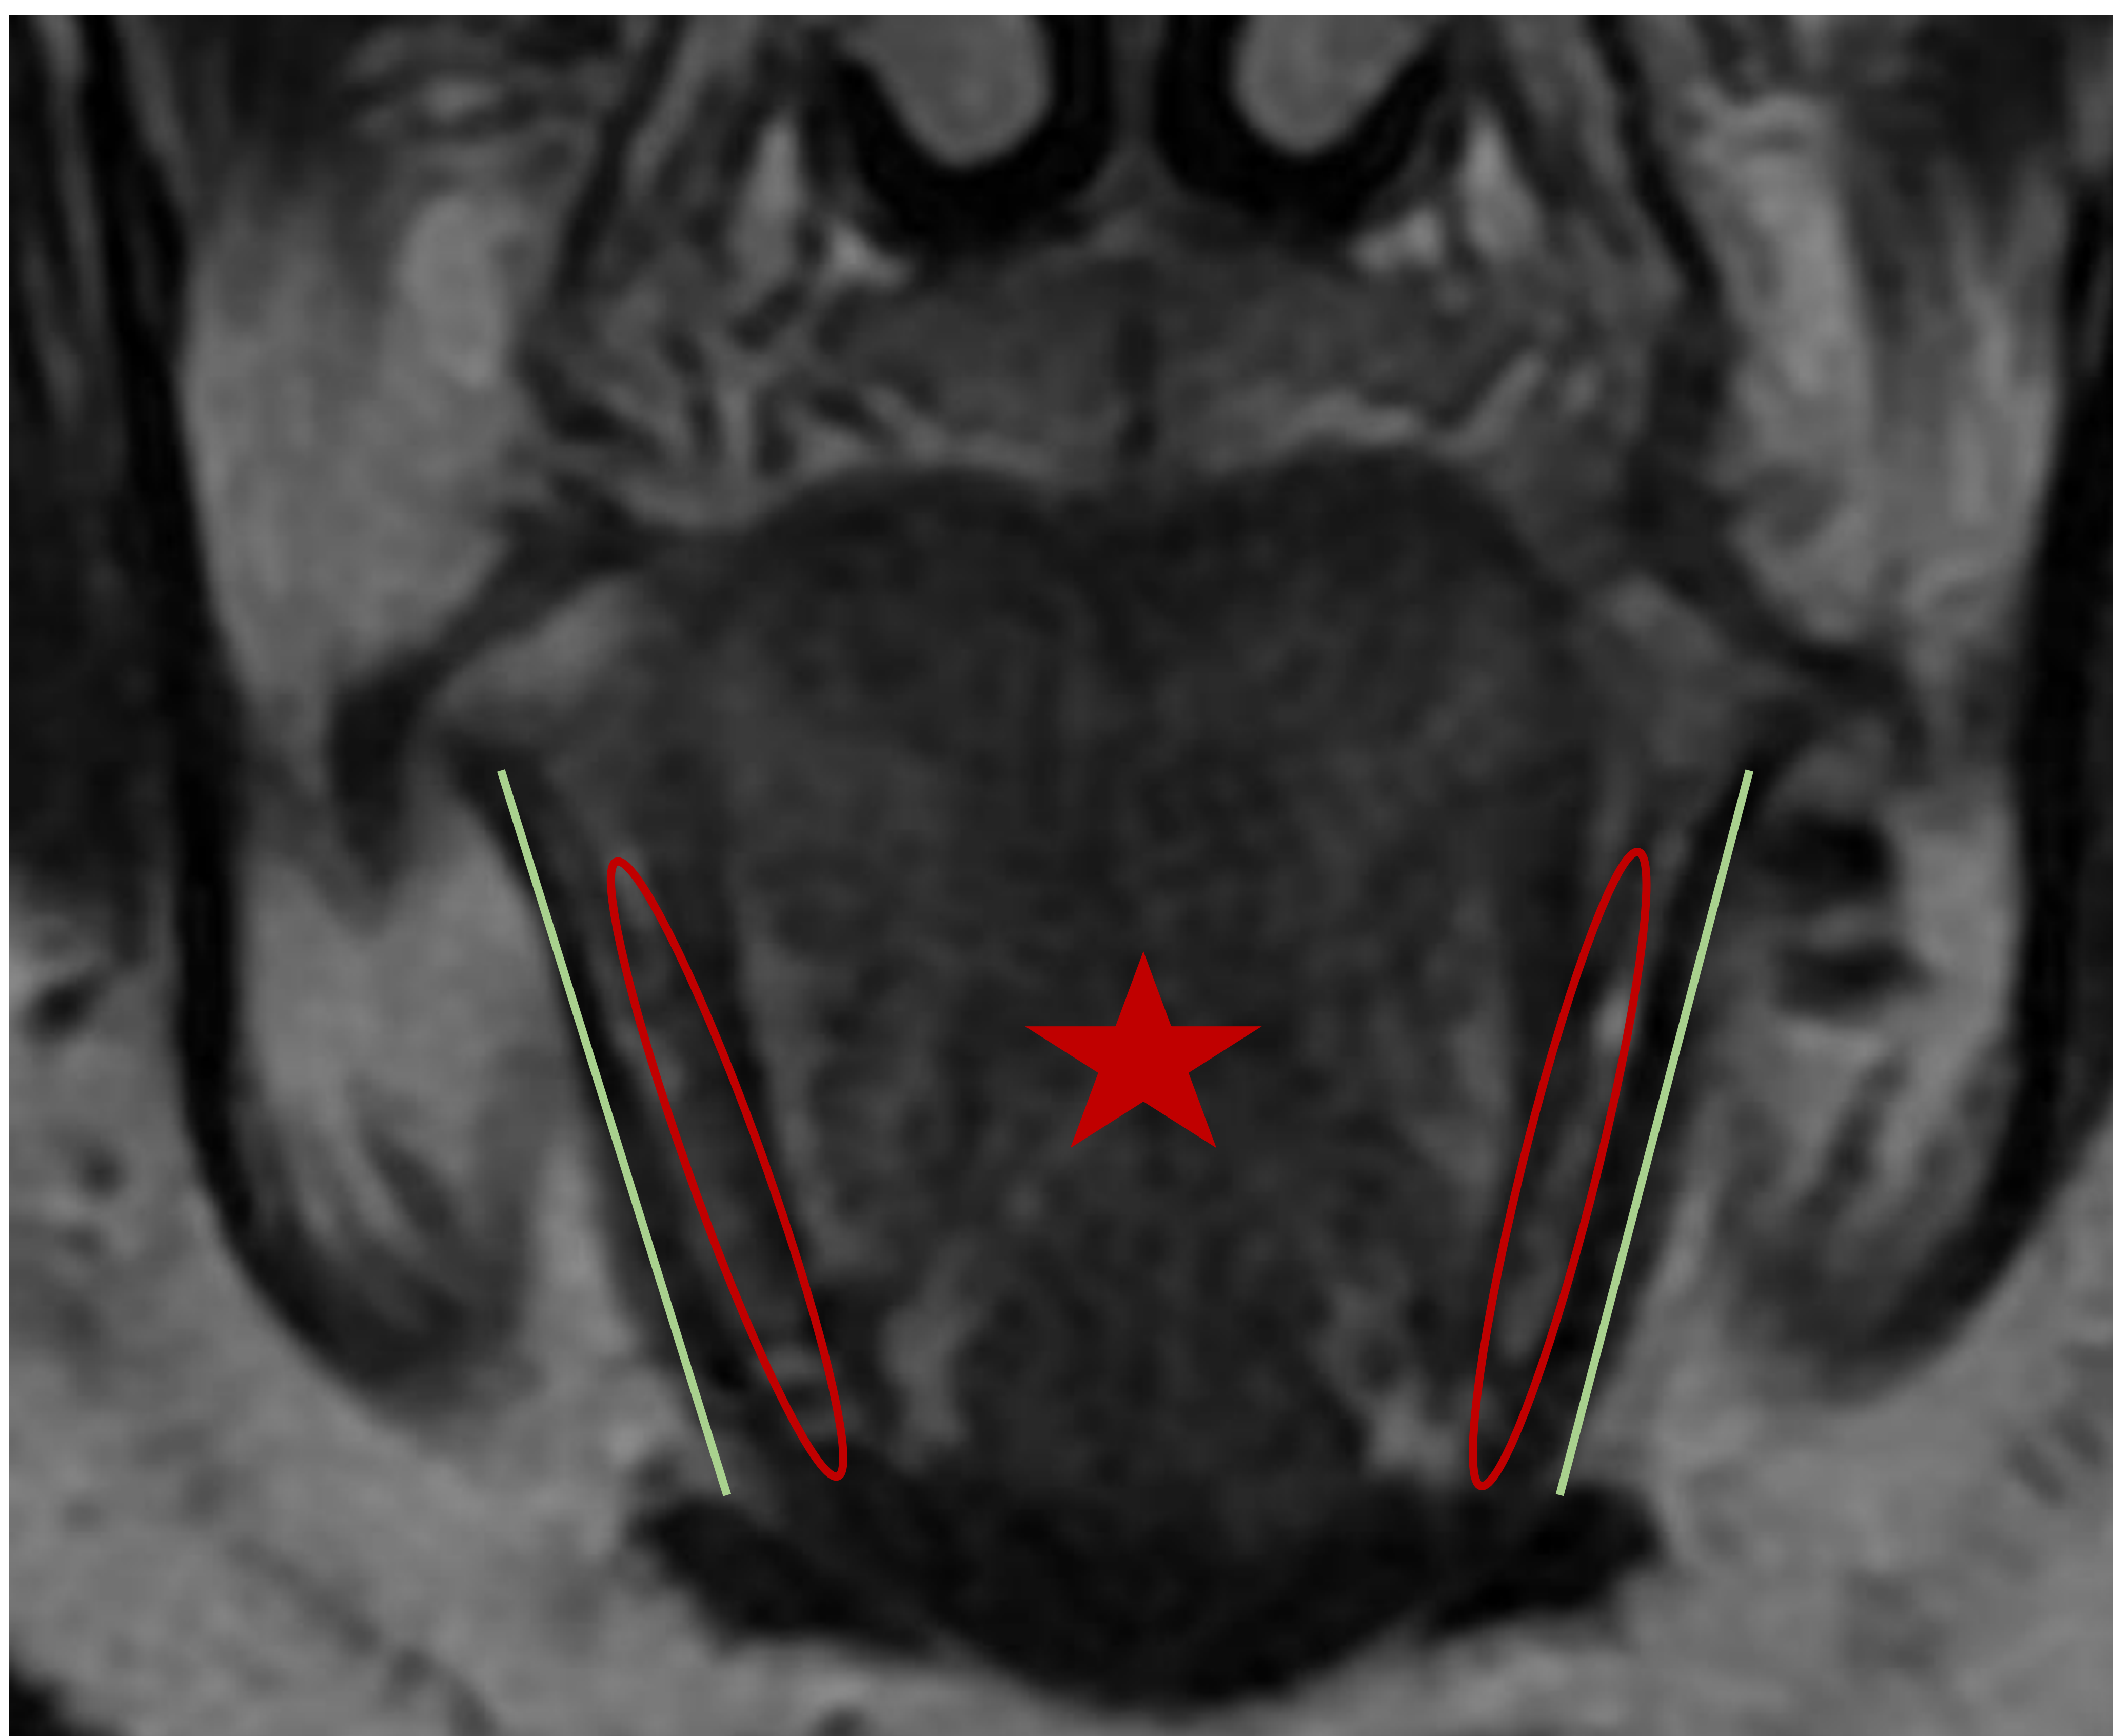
RM corte coronal en T2 que muestra el espacio sublingual (elipses rojas) justo por encima del milohioideo (líneas verdes), medial a la lengua (estrella roja).
